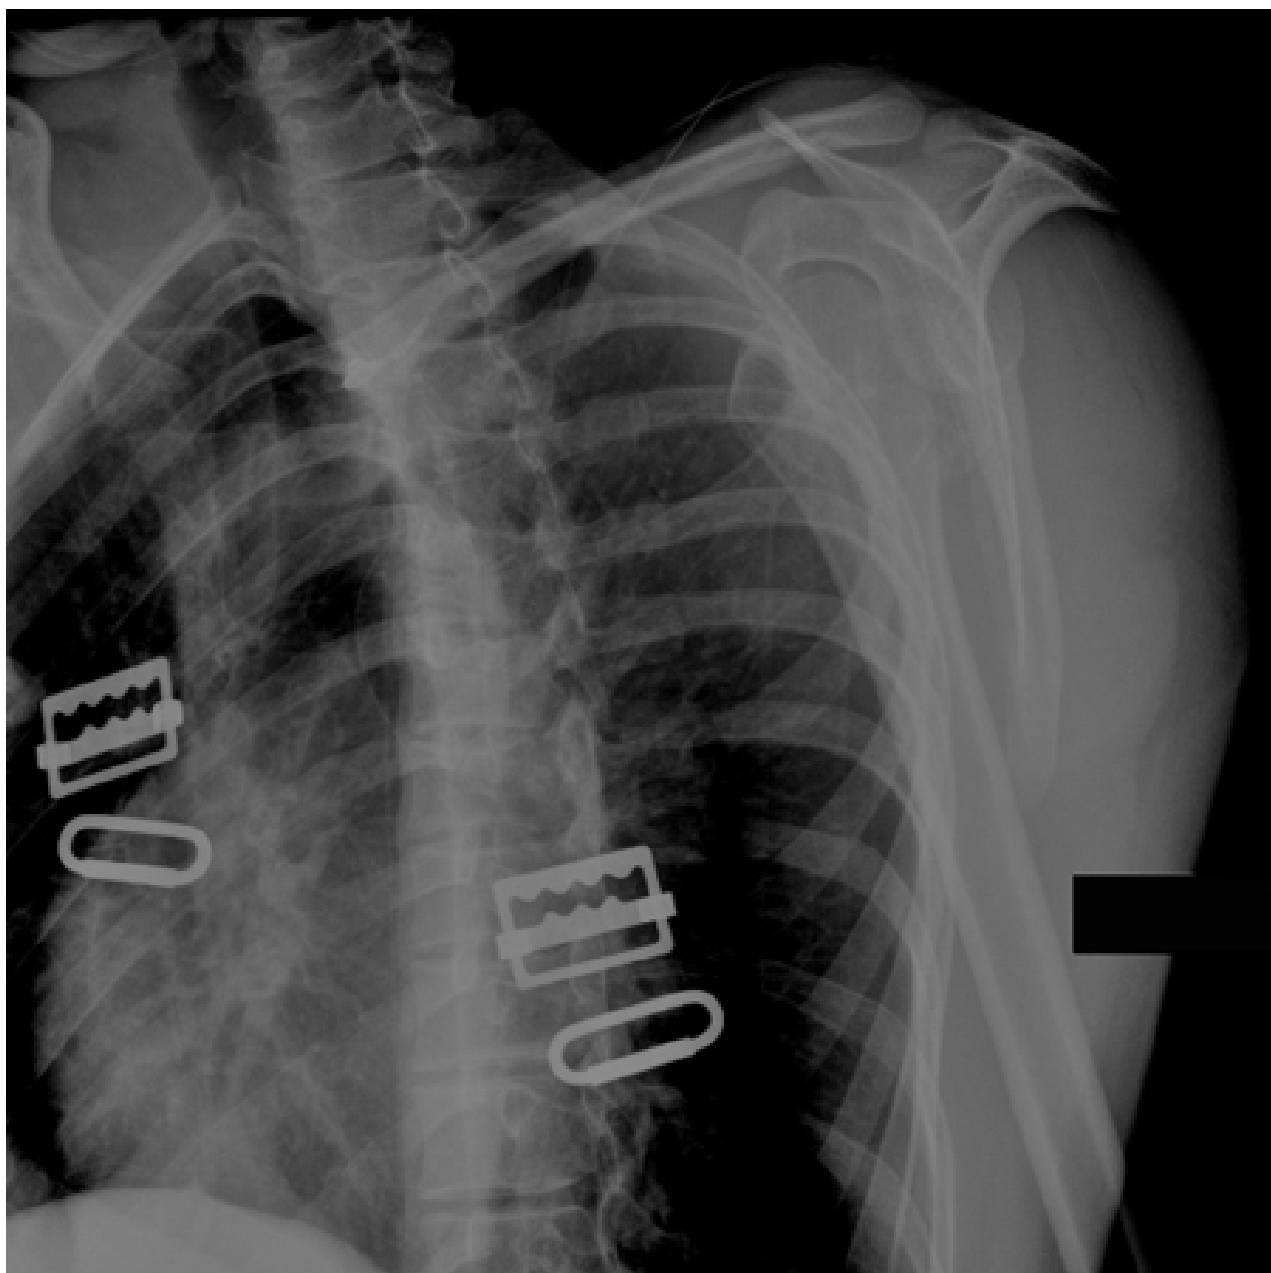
Incidência em Y escapular de radiografia mostrando uma luxação anterior de ombro
